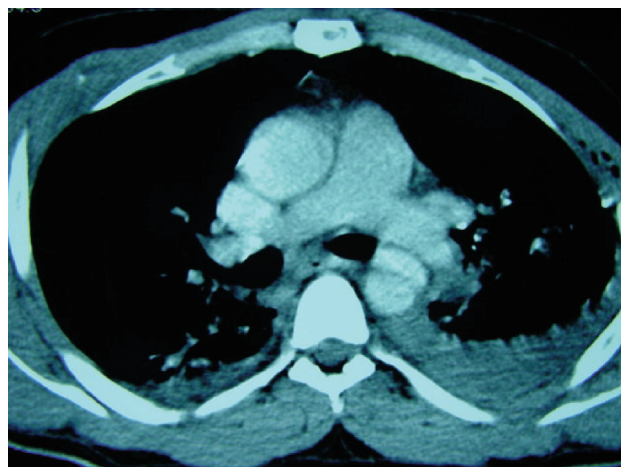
Tomografia de tórax com contraste demonstrando a ruptura da aorta no nível do ligamento arterioso associado a hemotórax.
